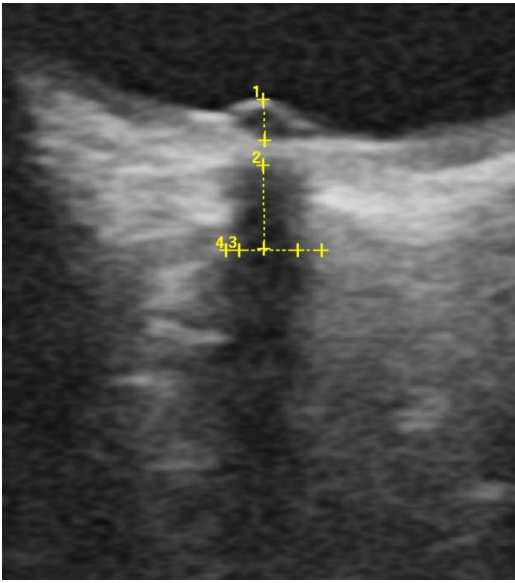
Transorbitale B-Bild-Sonografie des Augapfels und des Sehnervs mit Papillenödem. Die drei grundlegenden Messungen werden gezeigt. 1: Erhöhung des Sehnervenkopfs (ODE) gemessen bis 3 mm hinter der Lamina cribrosa. 2: Messung von der Lamina cribrosa bis 3 mm dahinter. 3: Durchmesser des Sehnervs (OND). 4: Durchmesser der Sehnervenscheide (ONSD). 3 und 4 wurden 3 mm hinter der Lamina cribrosa durchgeführt.
